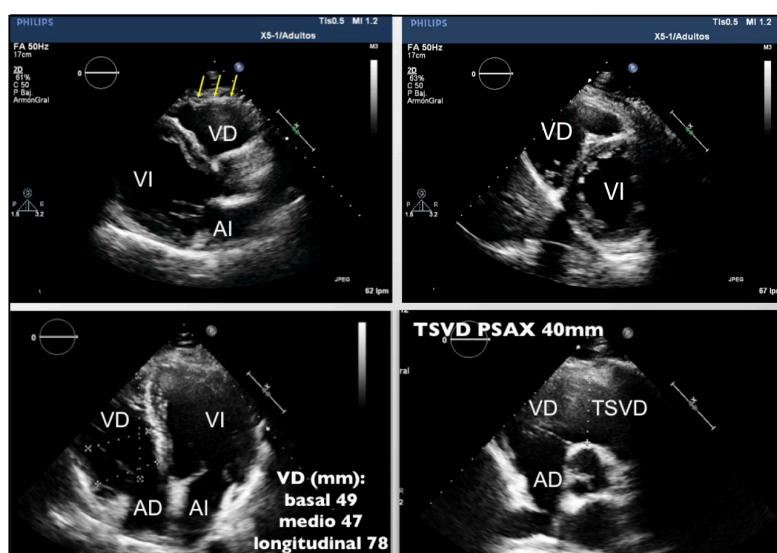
Ejemplo de familiar vivo con diagnóstico de MCA derecha. Ecocardiografía mostrando arriba a la izquierda microaneurismas en pared libre del VD (signo del acordeón), arriba a la derecha eje corto con VD dilatado y ambas imágenes inferiores muestran VD y TSVD dilatados. AD: aurícula derecha; AI: aurícula izquierda; PSAX: paraesternal eje corto; VD: ventrículo derecho; VI: ventrículo izquierdo. Imagen del Hospital Universitari i Politècnic La Fe de Valencia.
